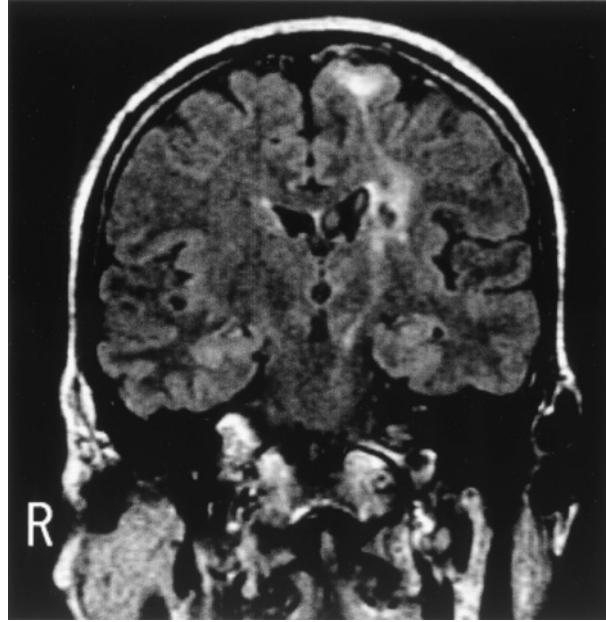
Coronal FLAIR MRI of the patient's brain 6 months later demonstrates Wallerian degeneration of the pyramidal tract. It also demonstrates linear hyperintense signal between the infarctions of the left basal ganglion and left superior frontal gyrus.
